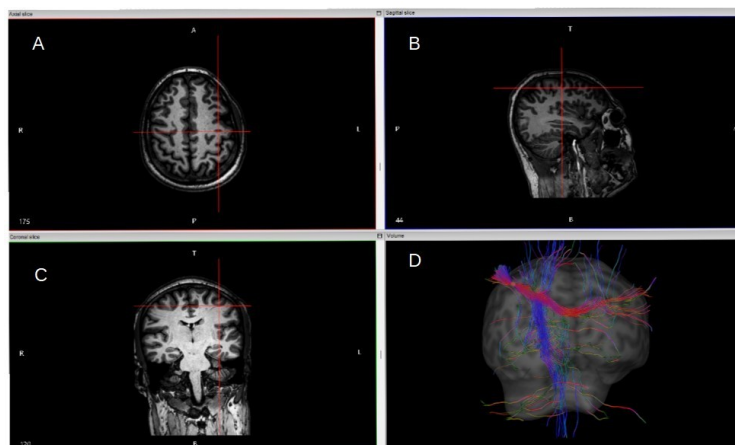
Interface do InVesalius Navigator com as imagens importadas: (A) Corte axial da ressonância estrutural. (B) Corte Sagital da ressonância estrutural. Corte Sagital da ressonância estrutural. (D) rede de streamlines da tractografia conectadas a um ponto.
